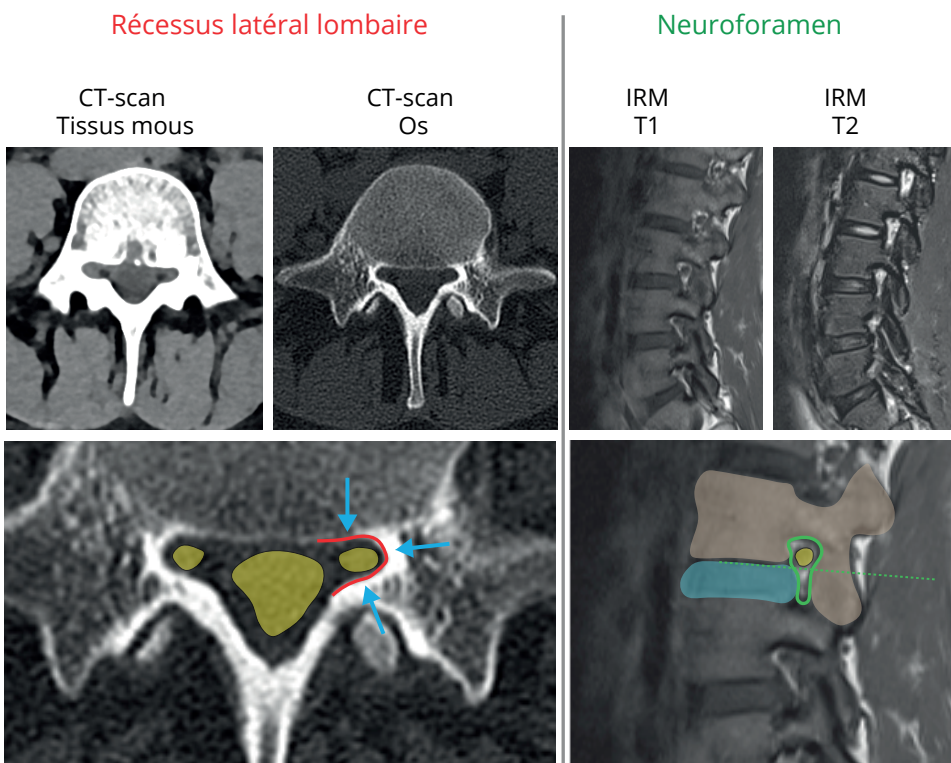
Explications en images au CT-scan et IRM du récessus latéral lombaire et du foramen intervertébral ou neuroforamen. Ce dernier est divisé en deux étages : supérieur, fixe et inférieur, mobile.
